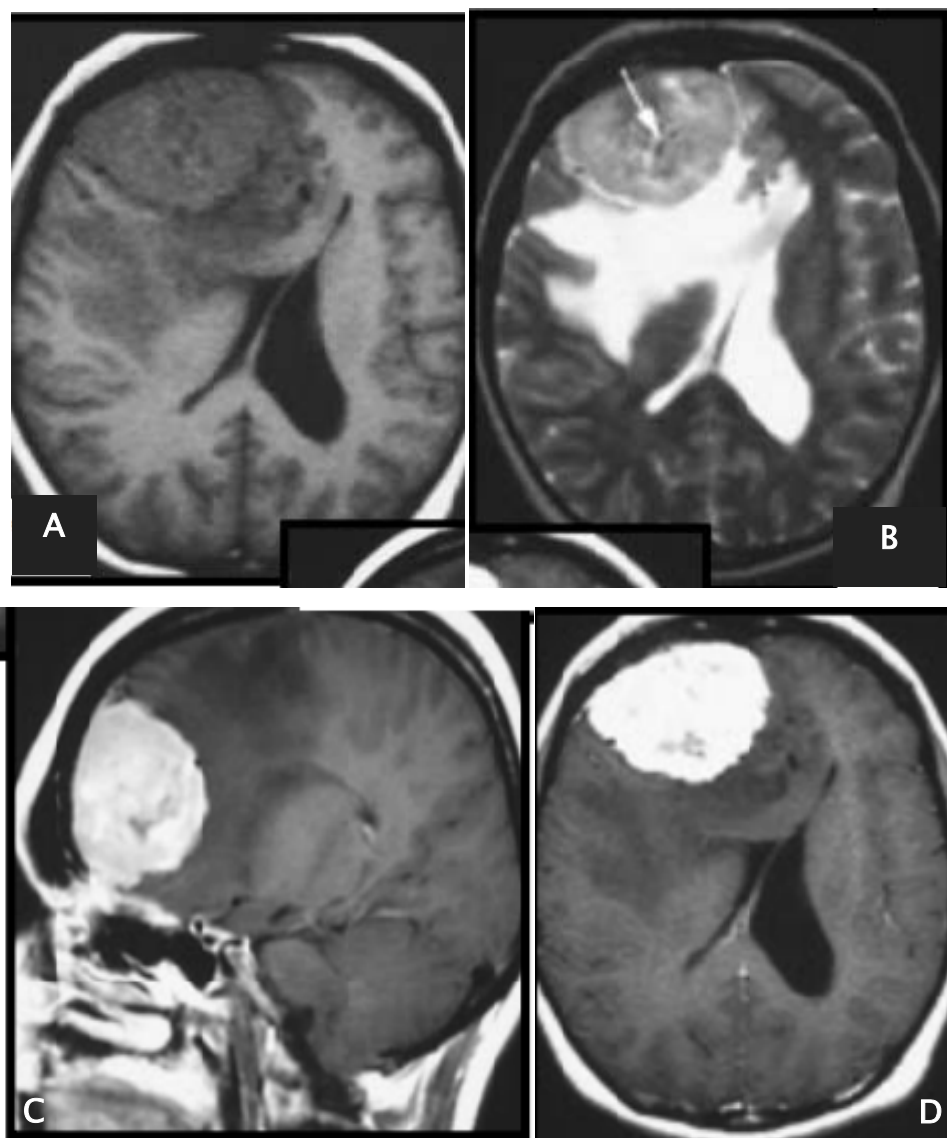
IRM cérébrale en coupe axiale en T1(a), T2(b), et après injection de Gadolinium en coupe sagittale(c) et axiale (d) montrant un méningiome de la convexité frontale droite
